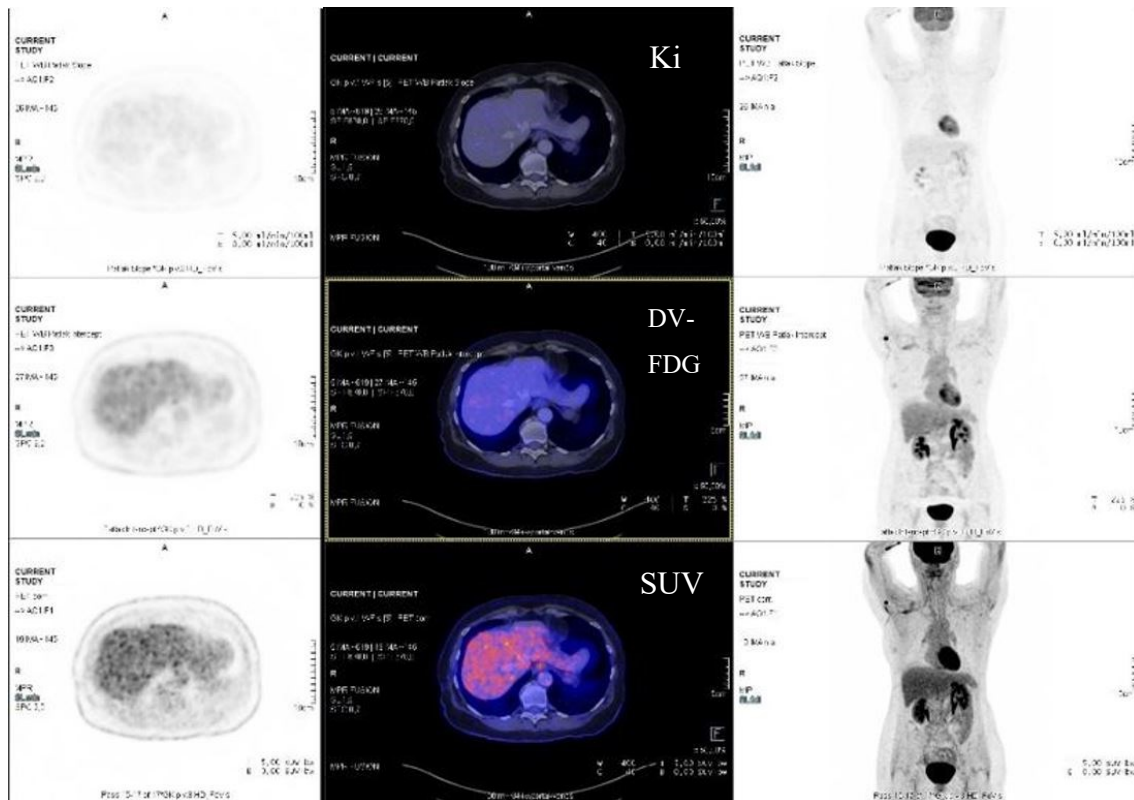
Quantifizierung von Ki, DV-FDG und SUV mittels Syngo.Via
